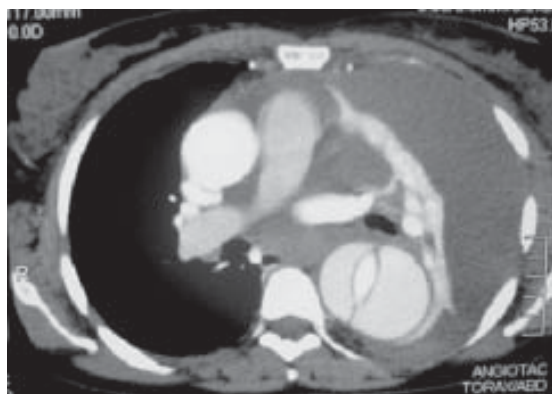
Tomografía axial computarizada multicorte.
